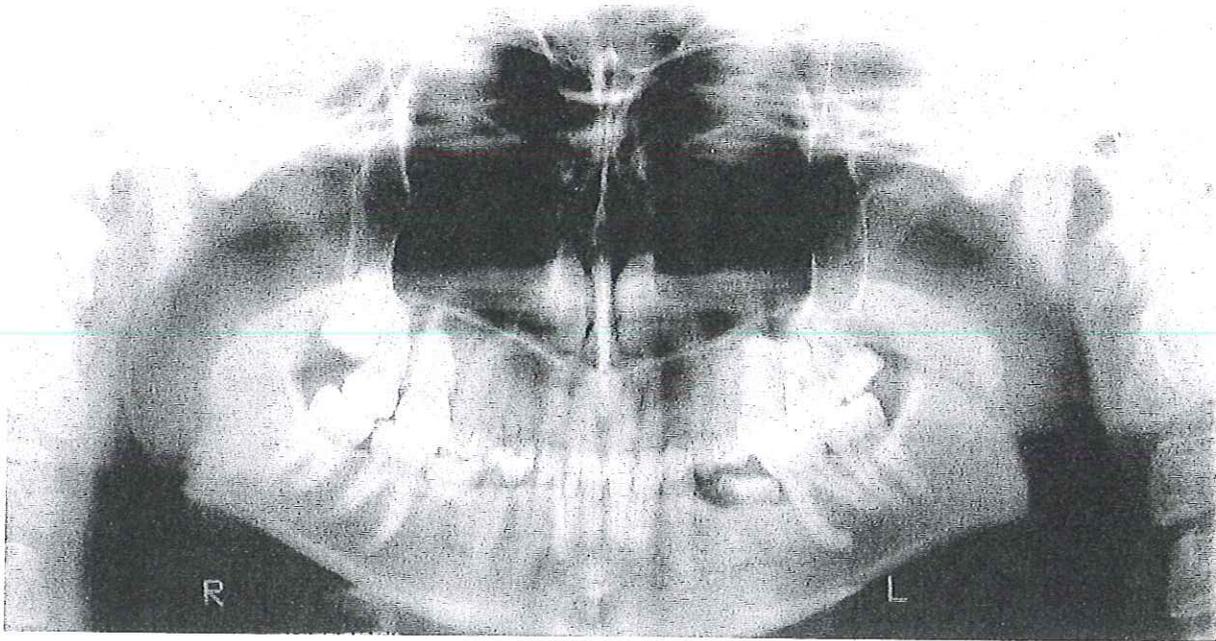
Radiographie panoramique
